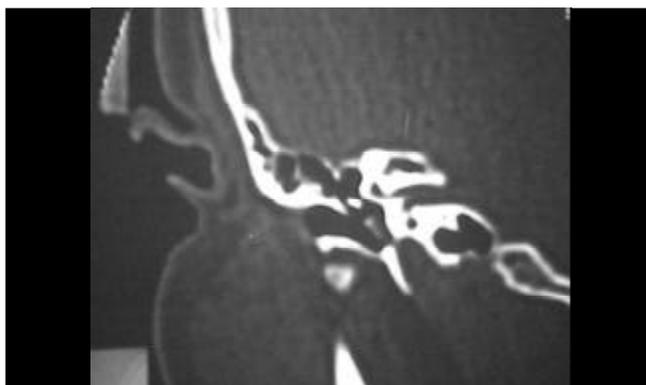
TC de ossos temporais (corte coronal) velamento circunscrito no promontório e hipotímpano à direita.
